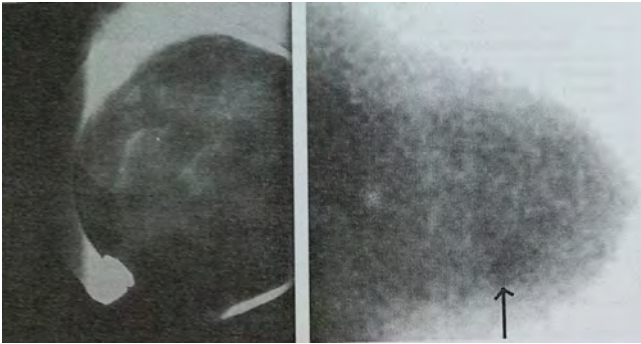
Sağ meme magnifikasyon grafisi ve sintimamografisi benign mikrokalsifikasyon
